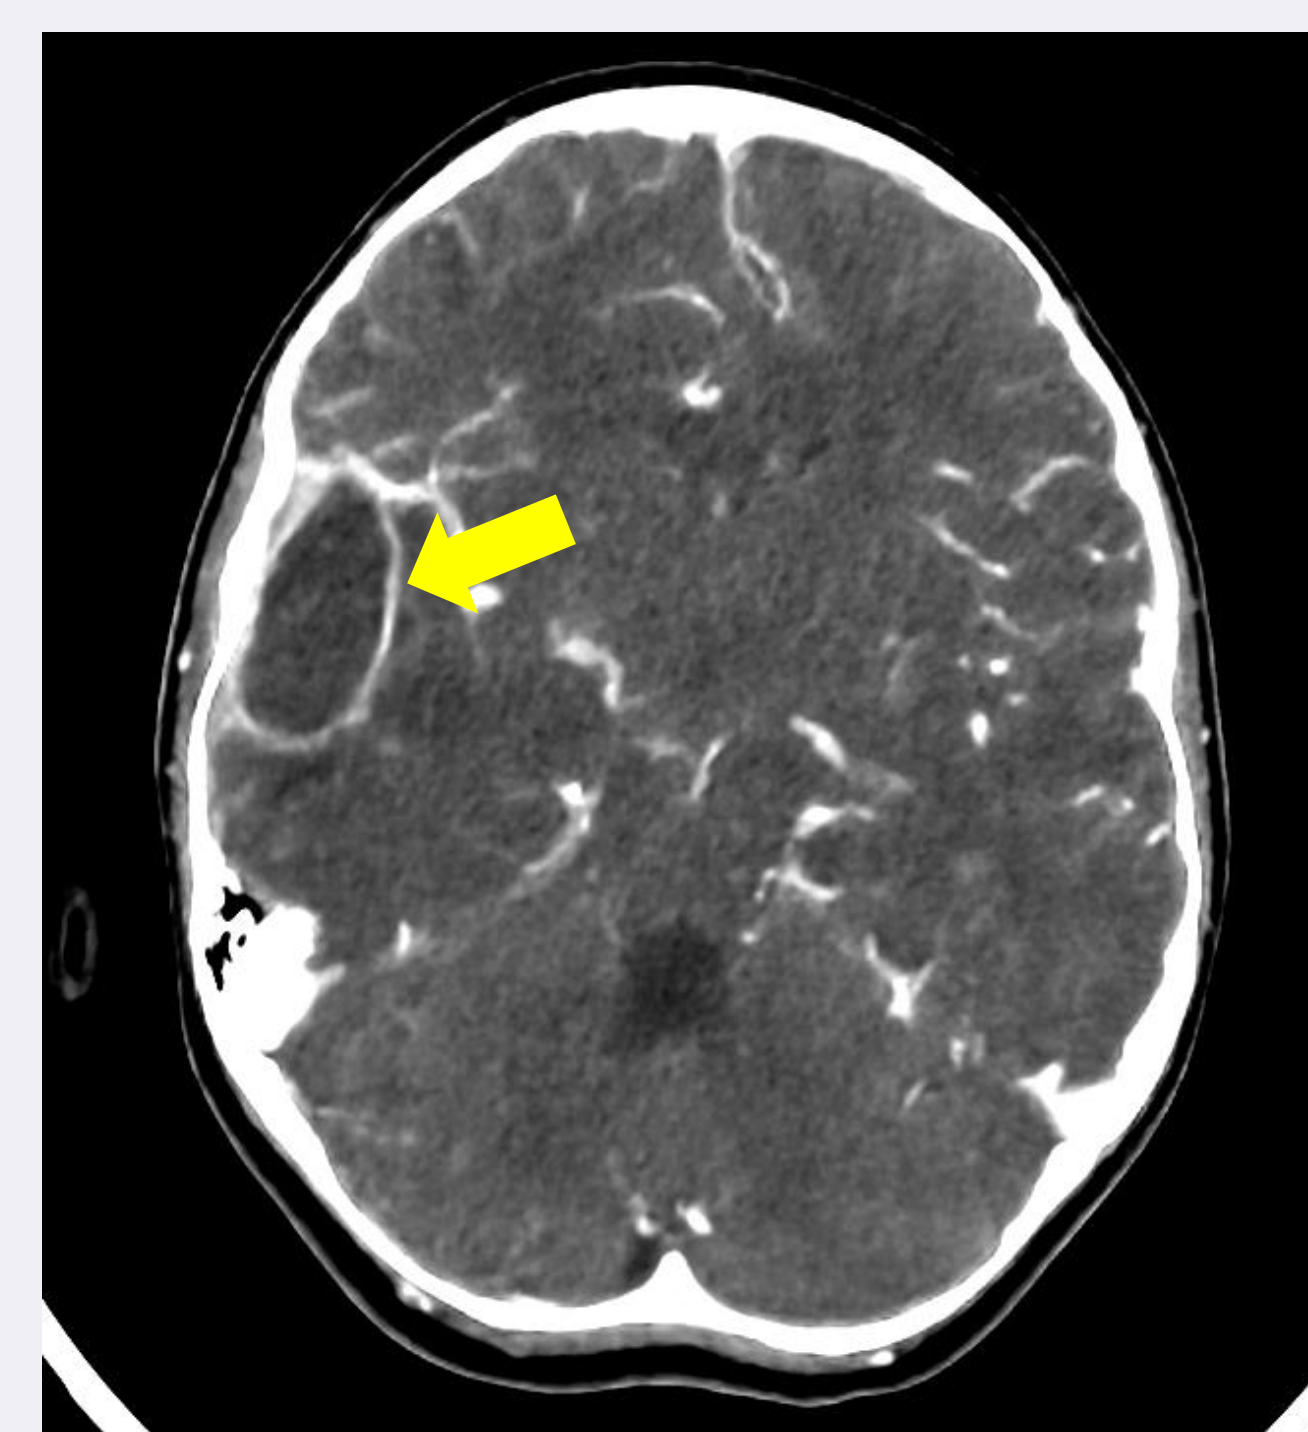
TC cerebral: absceso en lóbulo temporal derecho.
